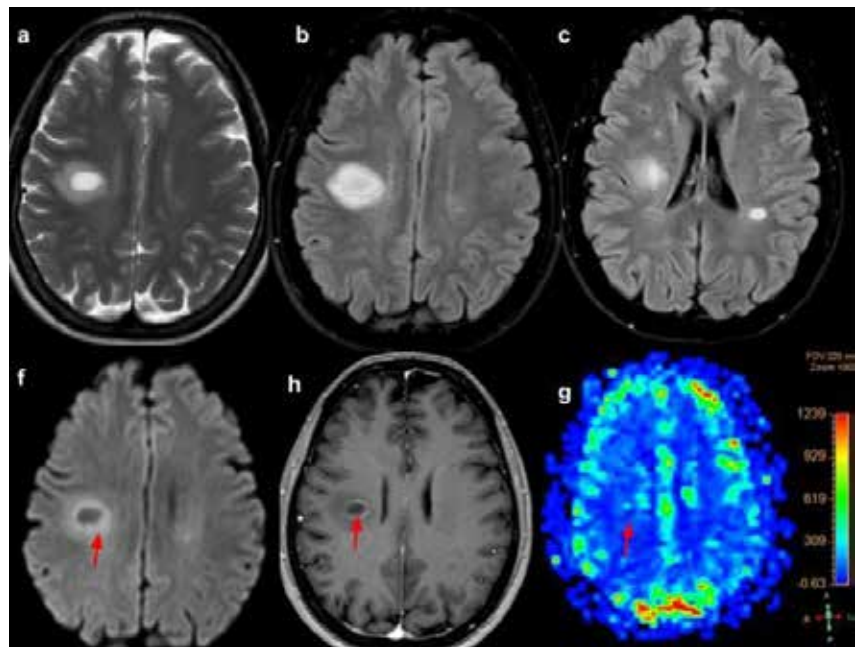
Lesión tumefactiva/seudotumoral. Imágenes axiales T2 (a), Flair (b,c), T1 con contraste (d) y difusión(f), donde se observa lesión focal localizada en sustancia blanca yuxtaventricular del lóbulo frontal derecho, de señal hiperintensa en T2 y Flair con anillo periférico hiperintenso en DWI y captación anular incompleta con contraste EV (flecha). En secuencias de perfusión (g) no hay significativo aumento del volumen sanguíneo cerebral relativo (CBVr). Coexiste con otras lesiones de menor tamaño periventriculares bihemisféricas.
